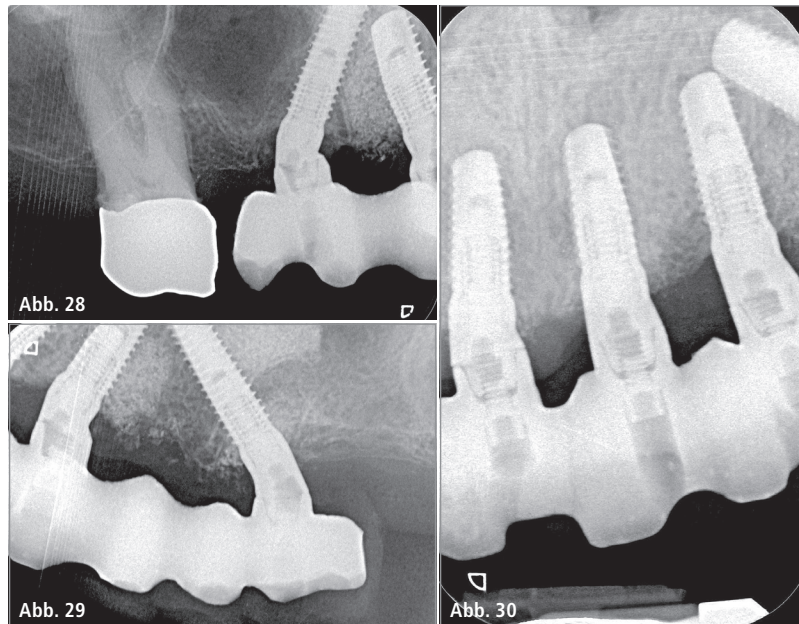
Einzelröntgenbilder zur Kontrolle der Gerüstpassung.
